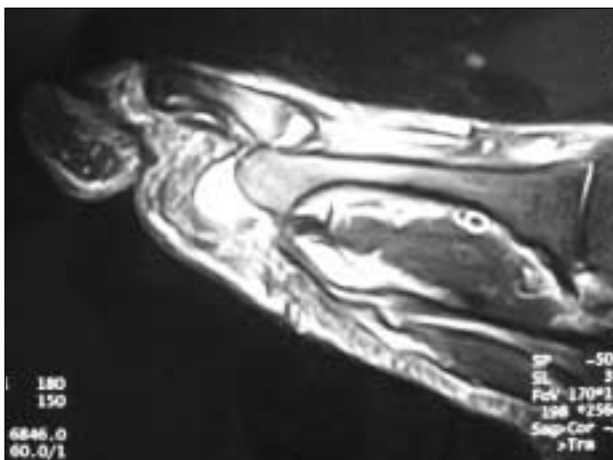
RMN pérdida de la relación MTF.
